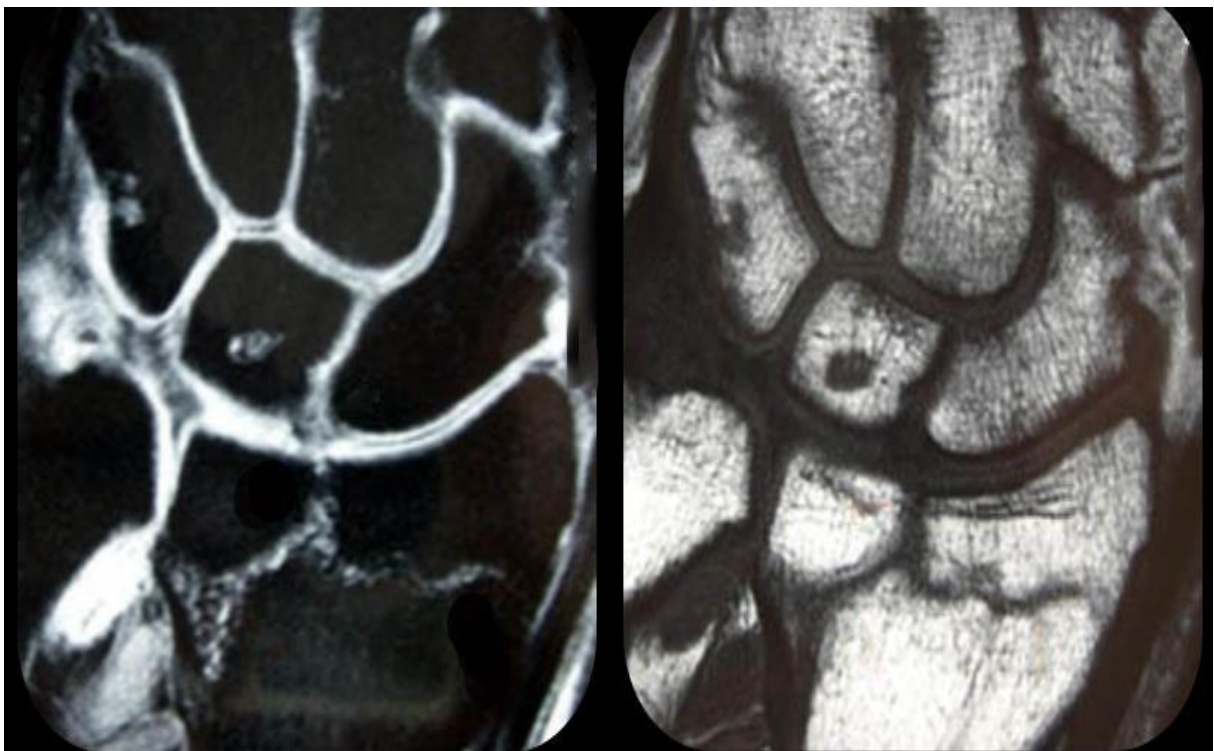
Fracture en "T" sagittal à l'IRM [80].
